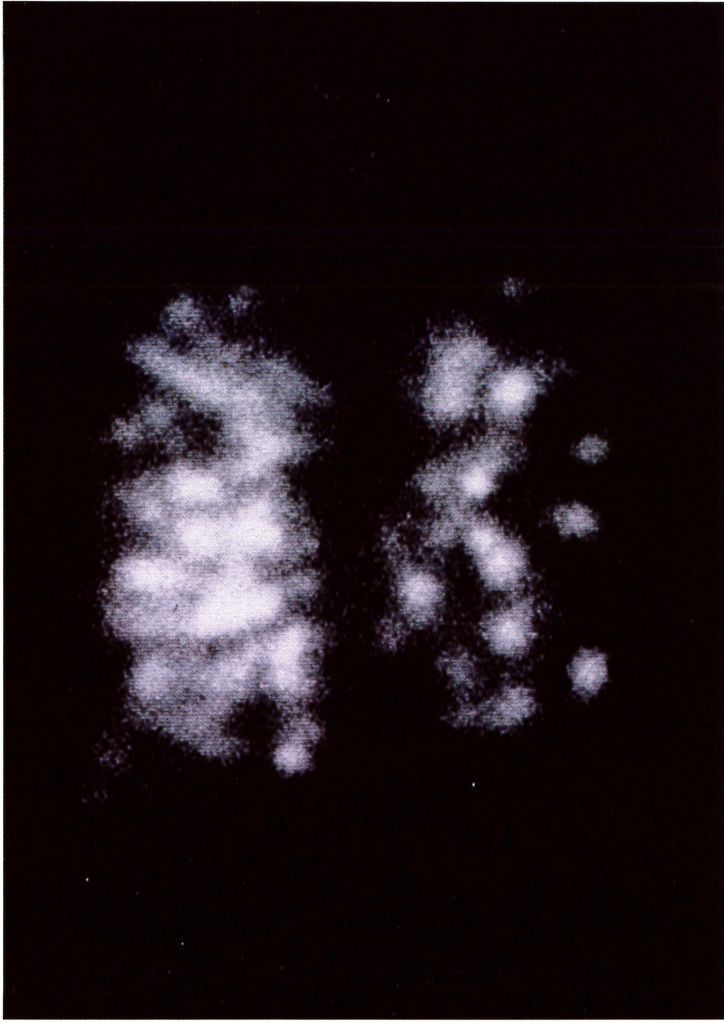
Aerosol inhalation scintigraphy (planar image).
